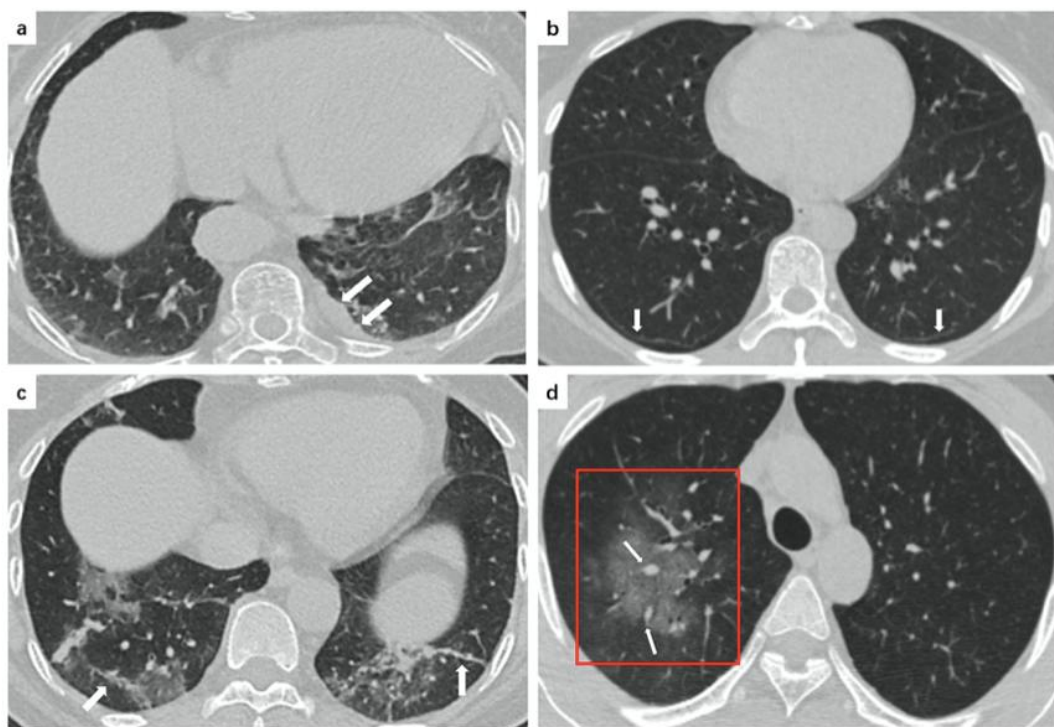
CT scan menunjukkan bilateral GGO pada lobus bawah dan air bronchogram (panah putih) pada area subpleural kanan. Gambar 5b. CT scan menunjukkan pola retikular pada area subpleura lobus bawah bilateral dan penebalan dinding bronchial (panah putih) pada lobus medius kanan (Ye, et al., 2020)
